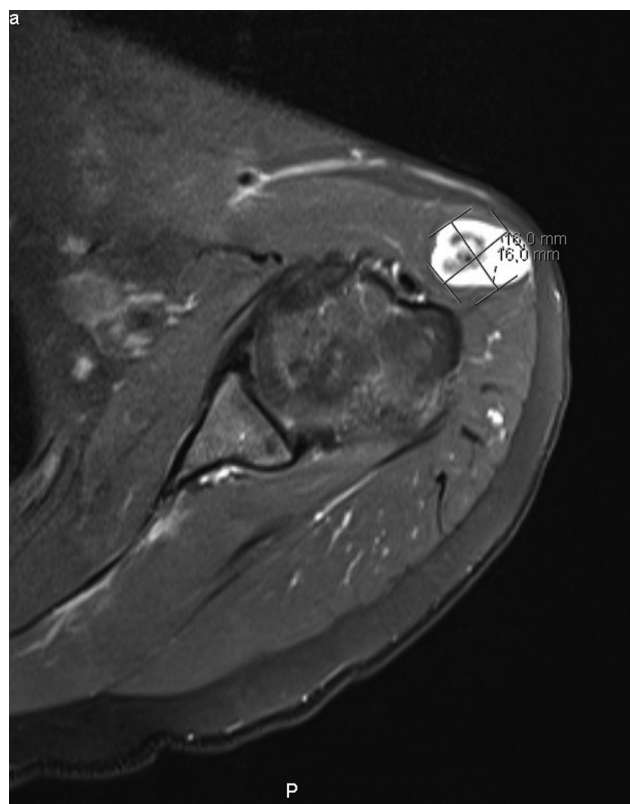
Ressonância magnética de hemangioma intramuscular do deltoide.
